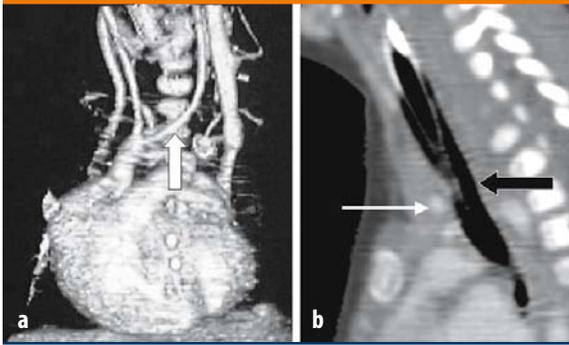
a, b. Malacia complessa: stesso caso di Figura 7. (a) TC spirale: ricostruzione tridimensionale dell'aorta e dei vasi epiaortici. È visibile l'origine anomala dell'arteria carotide sinistra (*freccia bianca*) che attraversa il mediastino da destra a sinistra prima di entrare nel collo. (b) TC ricostruzione sagittale 2D che evidenzia l'ostruzione tracheale segmentaria (*freccia nera*) a causa dell'arteria carotide sinistra anomala (*freccia bianca*). Caso personale
